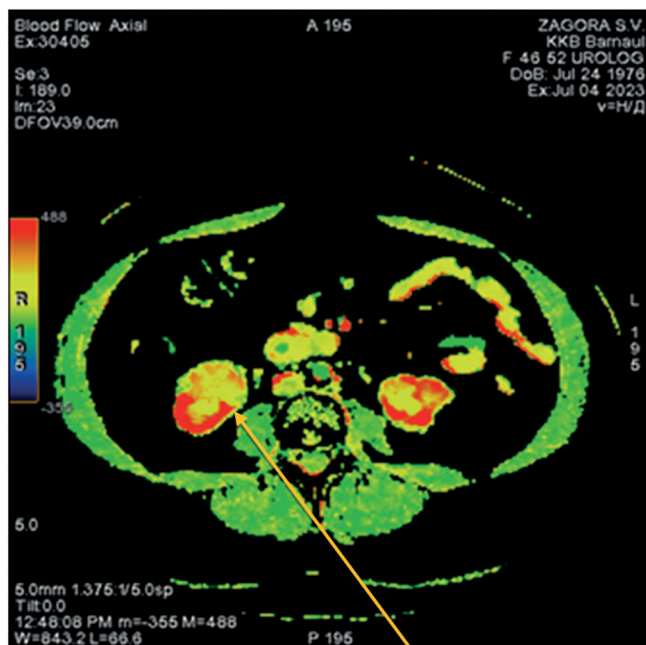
Перфузионная карта. Определяется выраженное снижение артериального кровотока верхнего полюса правой почки.
